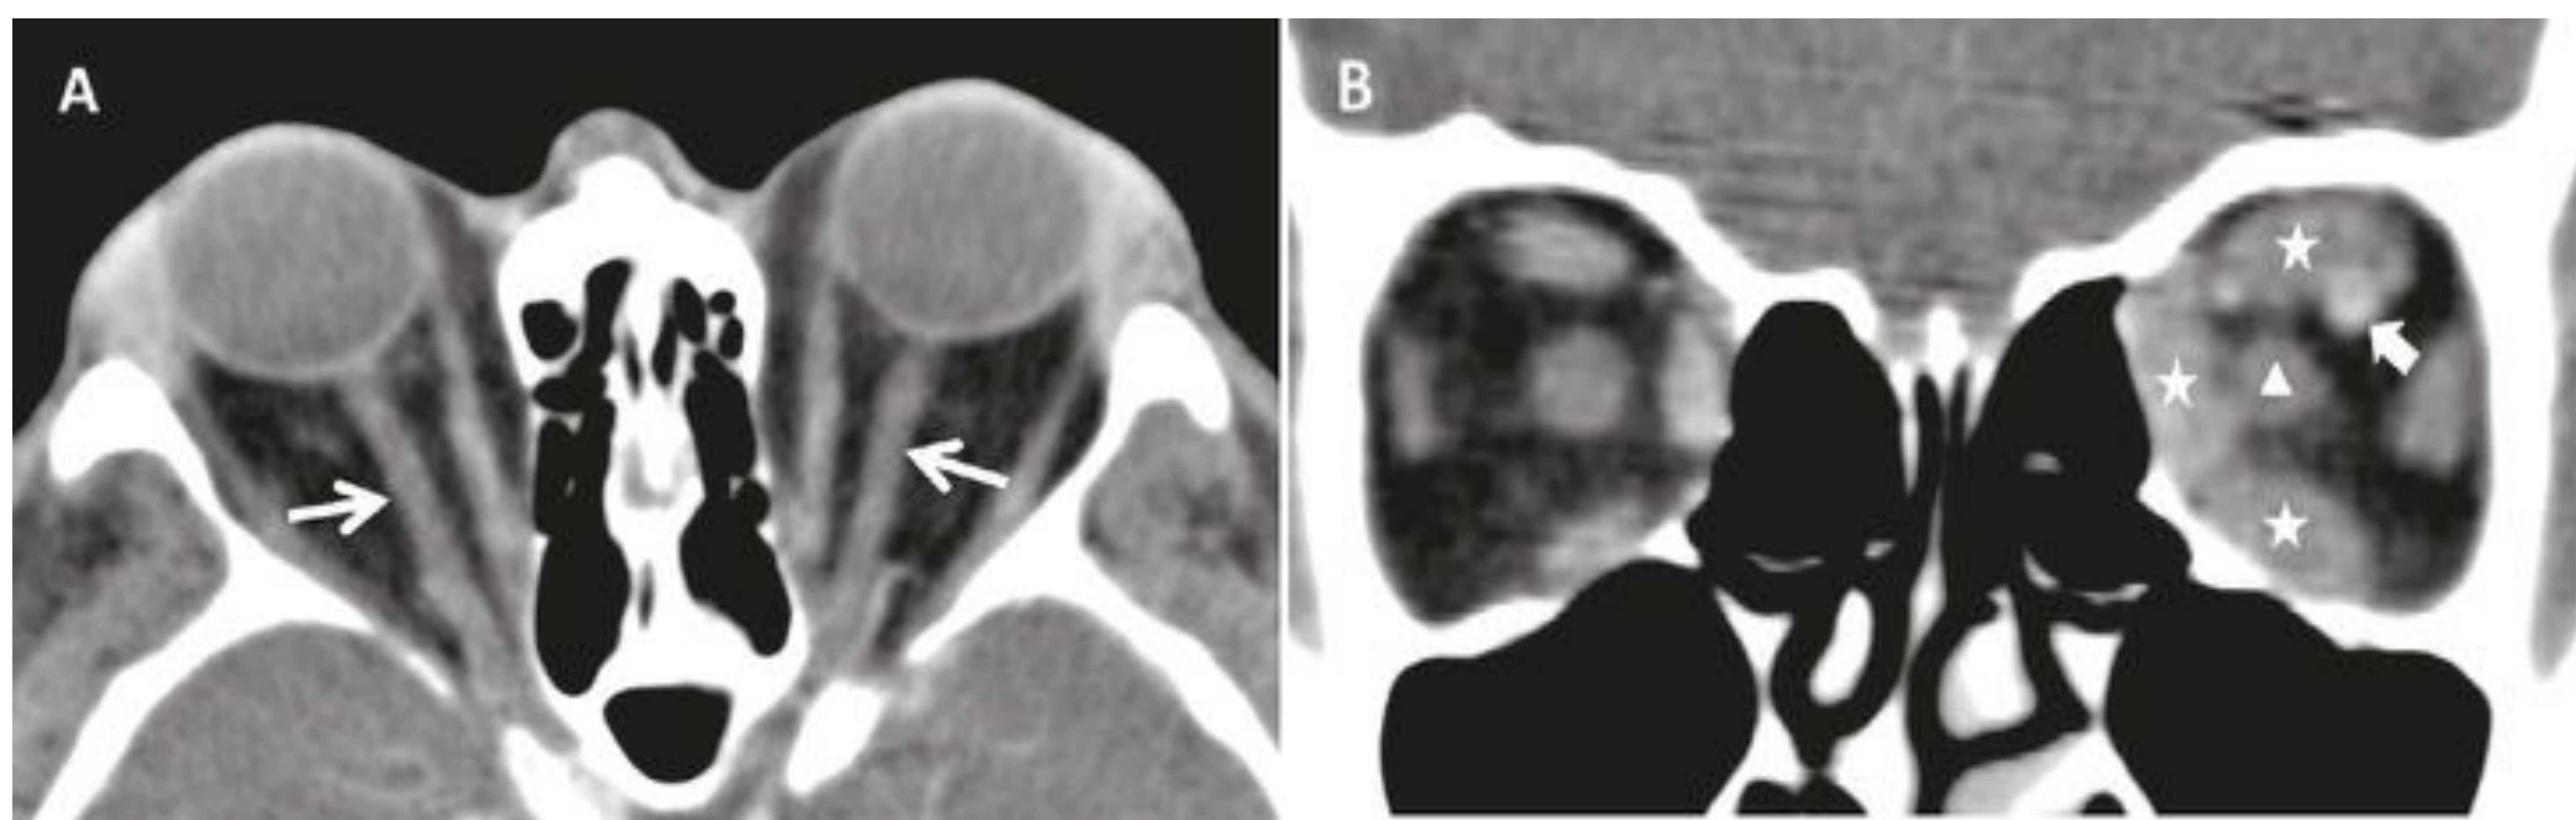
(A) TC axial de órbita sin contraste de un paciente con orbitopatía tiroidea. Proptosis bilateral secundaria a un aumento de volumen de la grasa orbitaria, que condiciona un marcado estiramiento bilateral de los nervios ópticos (flechas). (B) TC coronal de órbita con contraste de otro paciente con orbitopatía tiroidea y proptosis unilateral izquierda. Asimetría de calibre de ambas venas oftálmicas superiores, aumentada en el lado izquierdo, como signo de congestión (flecha). Marcado engrosamiento de los vientres musculares del recto inferior, medio y superior izquierdos (asterisco) que ocasionan una compresión del nervio óptico (punta de flecha) en el vértice orbitario, en el contexto de una neuropatía distiroidea.
